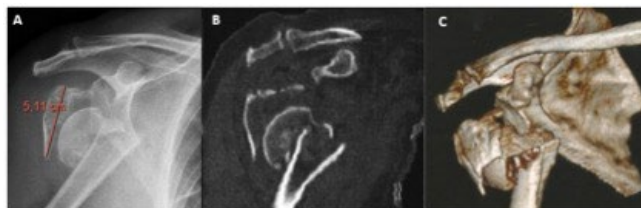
Radiografia em frente do ombro (A), tomografia computadorizada com corte coronal (B) e reconstrução 3D (C) evidenciam fratura complexa do úmero proximal.
